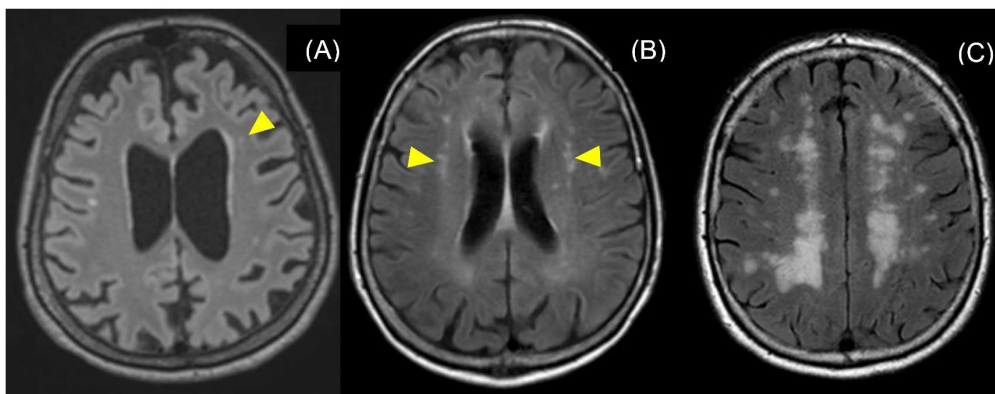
Alle Schnittbilder FLAIR-Sequenz: (A) Fazekas-Score 1 (punktförmige DWMH), t-Tau 490 pg/ml (B) Fazekas-Score 2 (beginnend konfluierende DWMH), t-Tau 907 pg/ml (C) Fazekas-Score 3 (konfluierende DWMH), t-Tau 1276 pg/ml.
